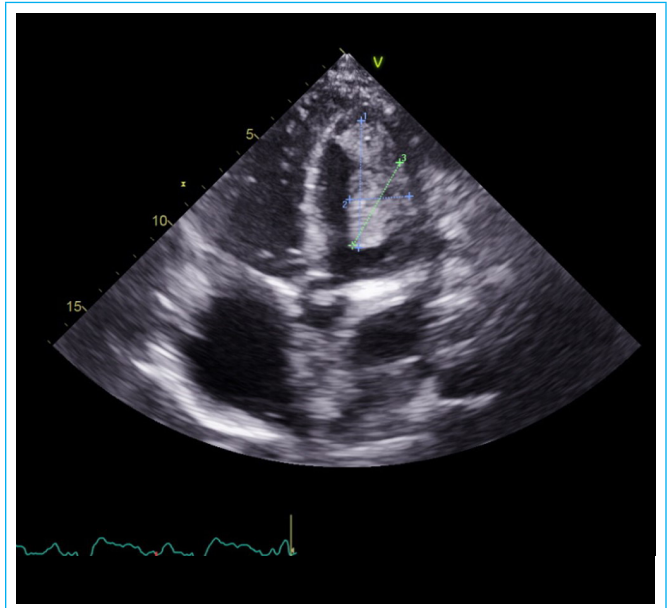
Ventana apical 4 cámaras, se observa trombo ventricular izquierdo de 25x39x52 mm adherido a la pared libre.
